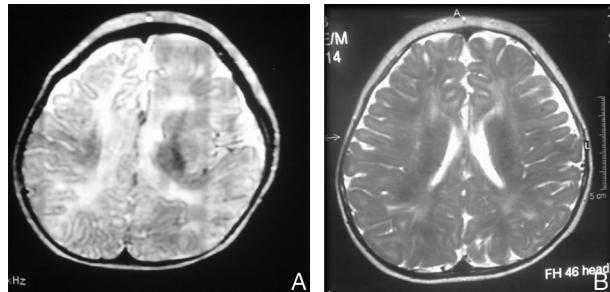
病例11治疗前后头颅MRI。A:治疗前(68周)的头颅MRI的T2WI示脑室旁白质及顶叶枕叶内散在斑片状高信号;B:经治疗后(105周)头颅MRI的示脑室旁白质及顶叶枕叶内散在斑片状高信号较治疗前减小。
